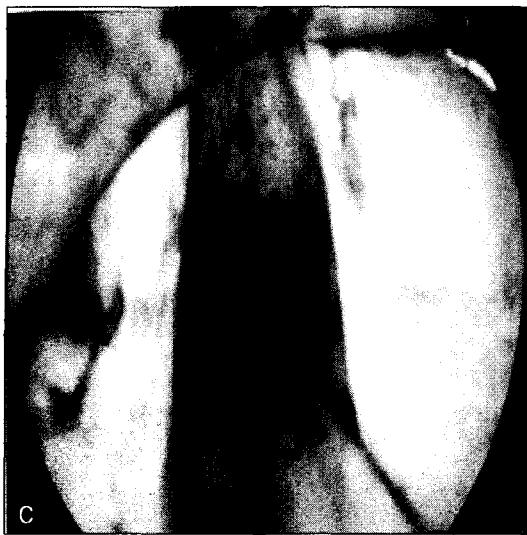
Endoscopic photograph taken immediately after resection (c). Postoperative sagittal section of larynx CT (d)
